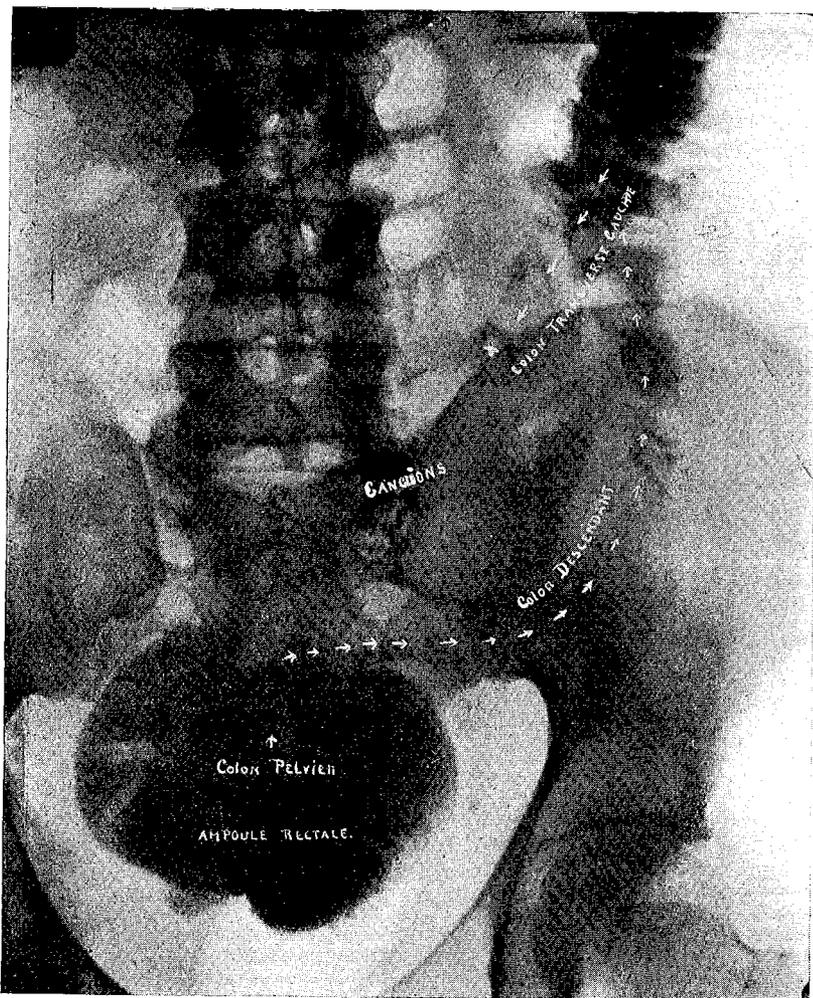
Radiographie prise le 17-5-34 en position couché dos.
